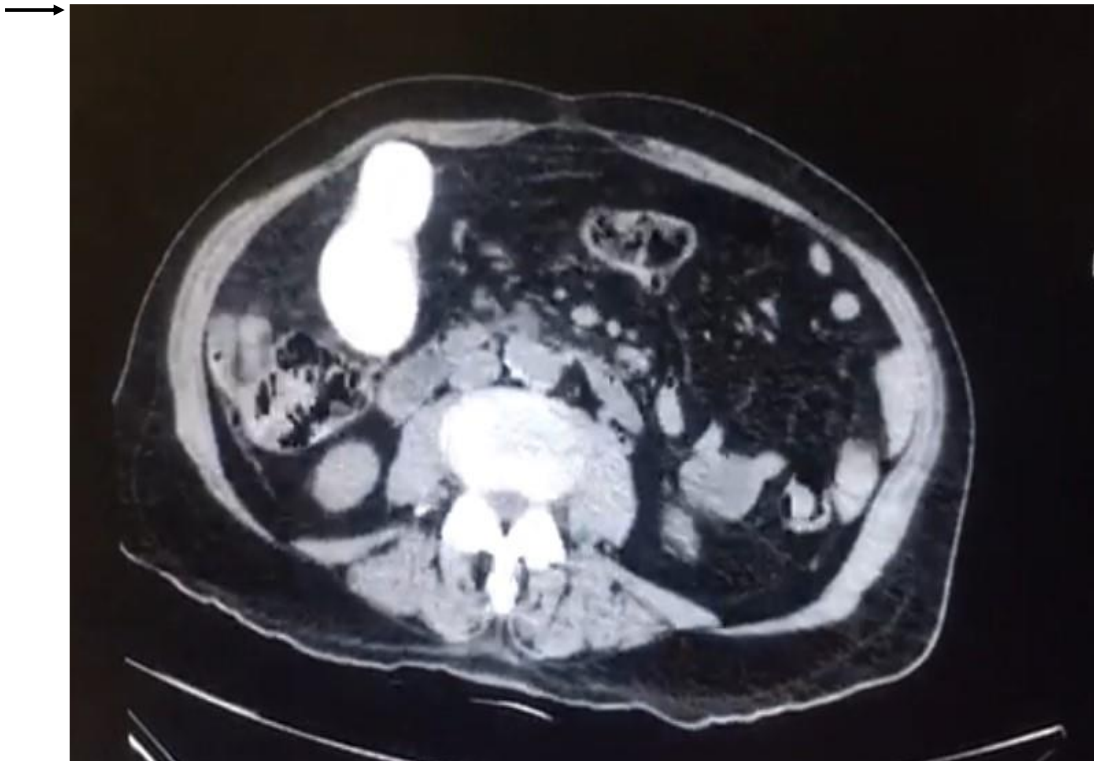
TAC abdominal simple . Lagunas.
